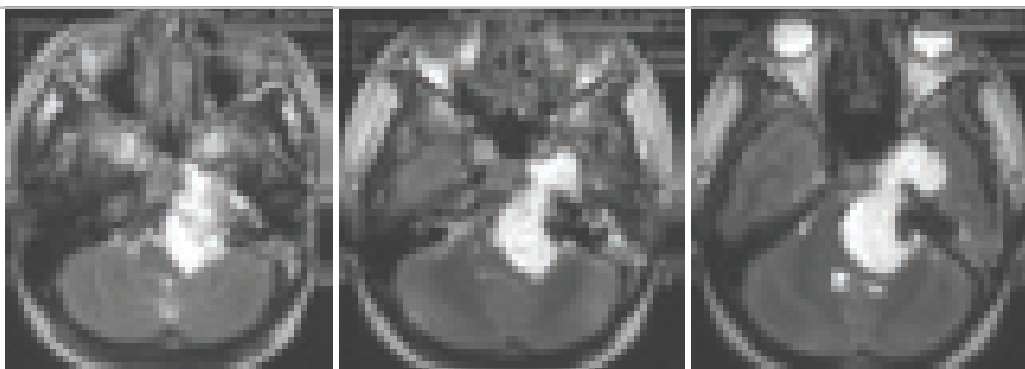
Хордома основания черепа с выраженным интракраниальным ростом в заднюю черепную ямку. МРТ в T2 режиме.
